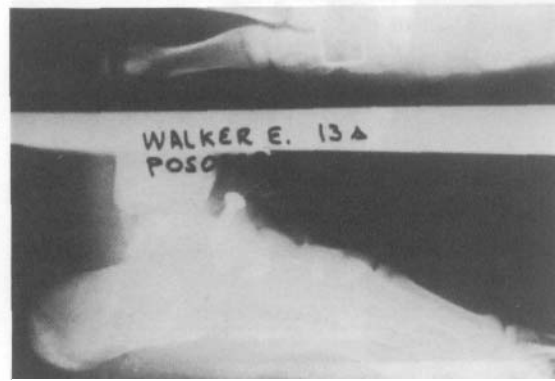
Radiografía postoperatoria del paciente de la Figura 6.
